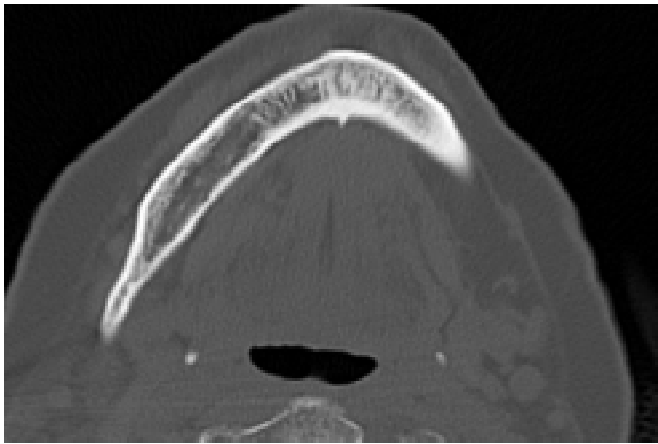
Спіральна комп'ютерна томографія нижньої щелепи хворої Г., 69 років: деструктивні вогнища в ділянці нижньої щелепи і узурація передньо-щічної поверхні замикальних пластинок
